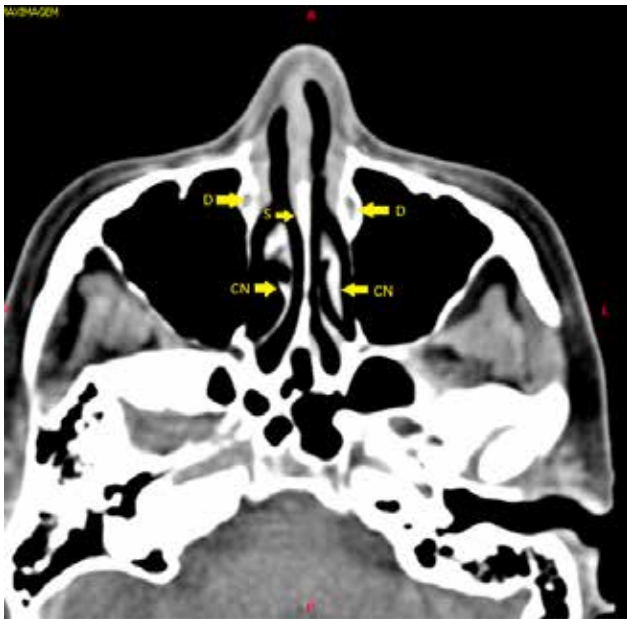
Tomografia computadorizada de face, corte axial, altura da concha nasal inferior. D: Ducto nasolacrimal; S: Septo; CN: Concha nasal inferior
